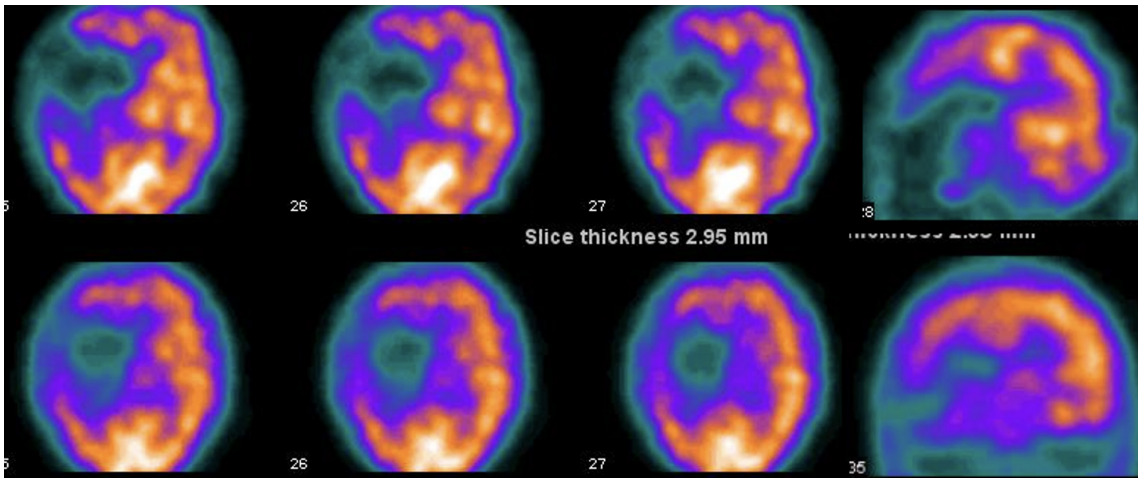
ОФЭКТ. Обширный очаг гипоперфузии в лобно-теменной области (верхний ряд), уменьшение очага после операции (нижний ряд)
